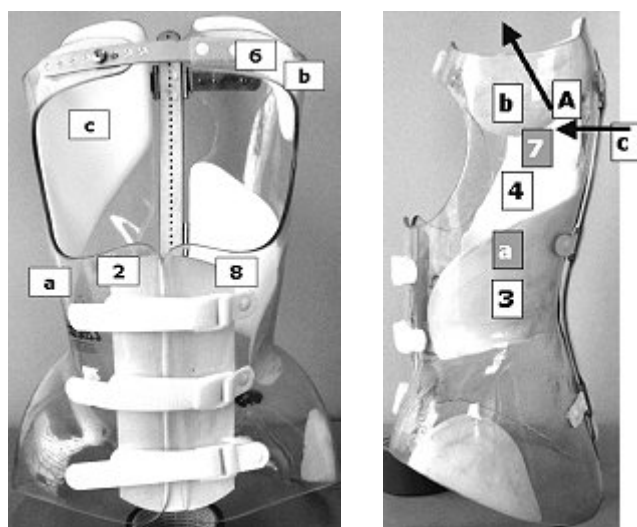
Azione deflettente secondo il concetto SPoRT per una scoliosi dorsale in una visione del corsetto postero-anteriore e radiografica. Le spinte (lettere minuscole nel riquadro), le fughe (lettere maiuscole), i drivers (numeri) e gli stop (numeri) sono spiegati nel testo. Le lettere nere si riferiscono alle spinte, ai drivers e agli stop sulla superficie in primo piano, mentre le lettere bianche si riferiscono alla superficie in secondo piano: per esempio nella visione laterale del corsetto nella figura la spinta "a" e la controspinta "7" sono sul lato destro del corsetto (superficie controlaterale), mentre tutte le altre si trovano sul lato sinistro (cioè sulla superficie rappresentata)
